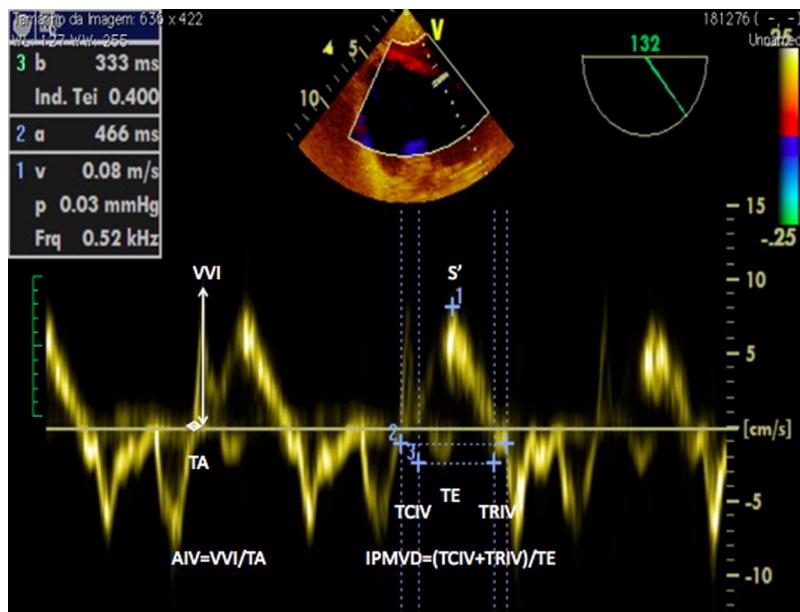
Imagem de Doppler tecidual no anel tricusídeo: S', velocidade de pico longitudinal do ventrículo direito, IPMVD, índice de desempenho miocárdico do ventrículo direito ou índice de Tei, TRIV, tempo de relaxamento isovolêmico, AIV, aceleração isovolêmica, TA, tempo de aceleração, TE, tempo de ejecção, TCIV, tempo de contracção isovolêmica, VVI, velocidade de pico isovolêmico. Aceleração isovolêmica é um índice de desempenho sistólico relativamente independente de pré e pós-carga. Necessita de mais informações sobre o seu uso em cirurgia cardíaca.
